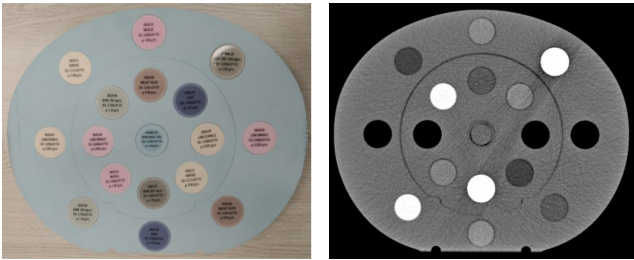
CIRS062电子密度模体及其CT扫描图像
